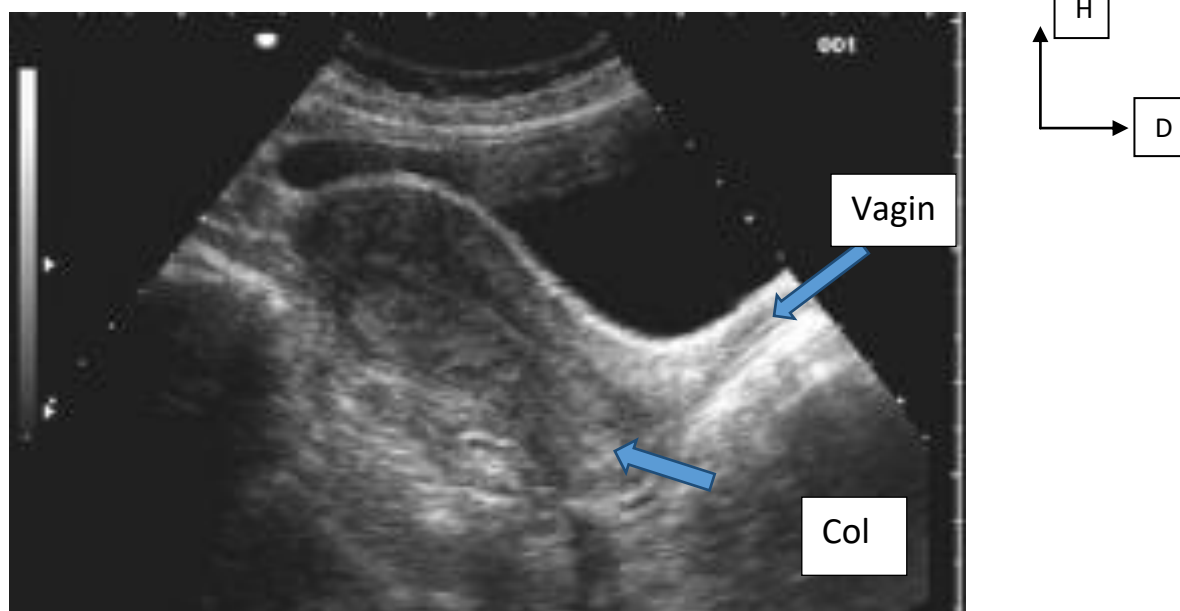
Image échographique montrant la vessie et l'utérus.
